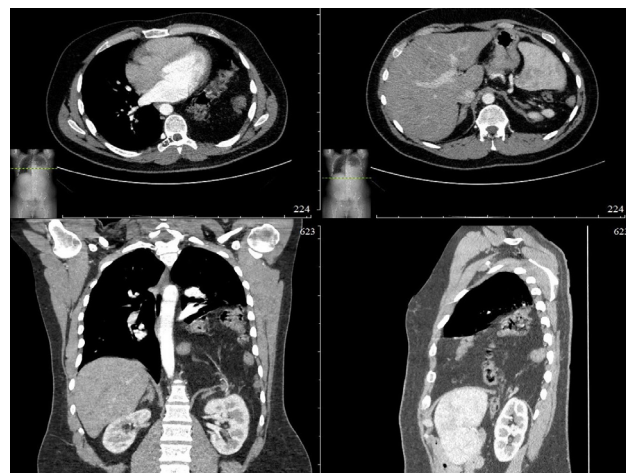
МСКТ ОГК. Пояснения даны в тексте
